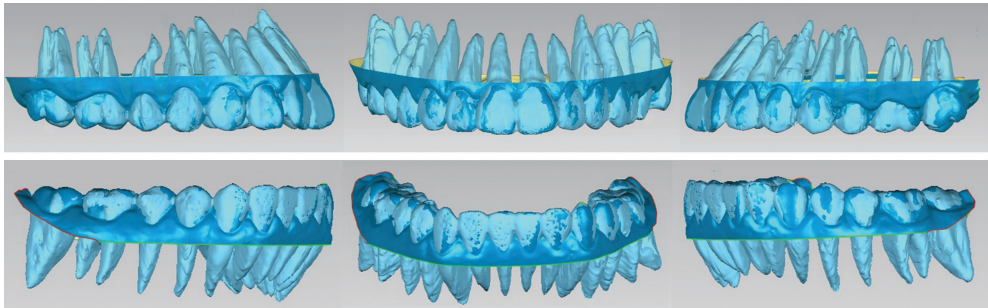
上、下牙列口扫数据与 CBCT 数据配准
